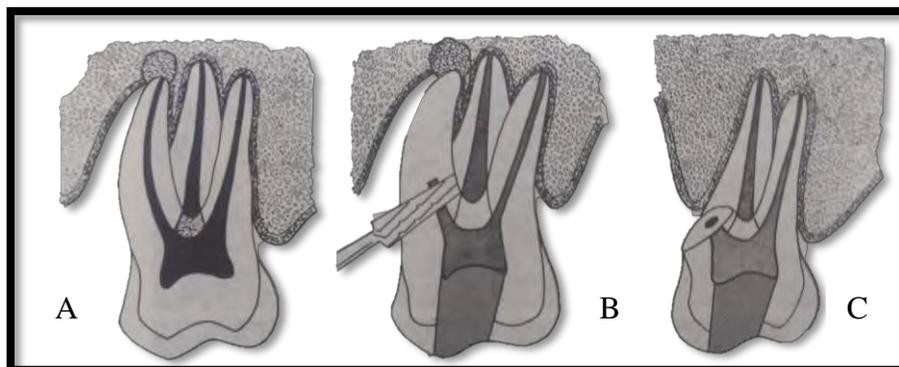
Lesión periapical (A), Obturación de los conductos y amputación de la raíz con fresa troncocónica (B), Molar con amputación radicular (C).⁵
